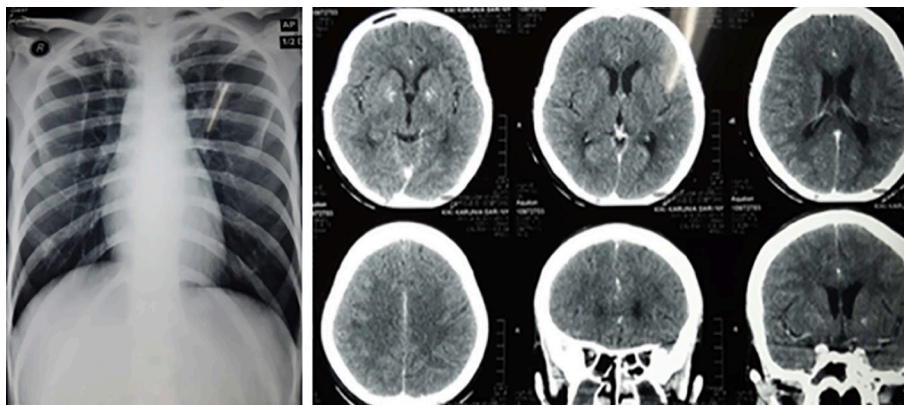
Imaging examination of the patient. (A) Chest x-ray in anteroposterior (AP) view showing hyperaerated lung and haziness in the upper right and left lung field indicative of tuberculosis. (B) Head CT scan with contrast showing meningoencephalitis, brain edema, and sinusitis in the left frontalis, right and left ethmoidal, maxillary, and sphenoidal area.
